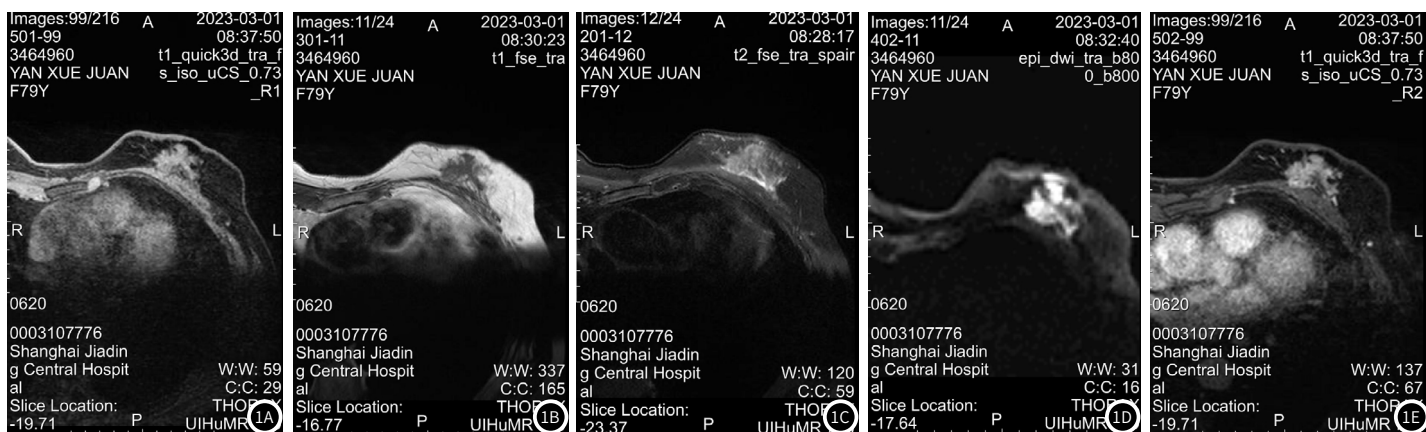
观察组患者MRI图。患者, 女, 79岁, 非钙化型早期乳腺癌。图1A~1C分别为T1WI压脂、T1WI、T2WI压脂轴位图, 提示坐席中央区、上份有一异常信号肿块, 最大截面积约为3.7cm×2.0cm, 形态边缘不规则, STIR略呈高信号。图1D、E分别为DWI、增强轴位图, 提示DWI呈高信号, 增强后病变内部明显不均匀强化。
